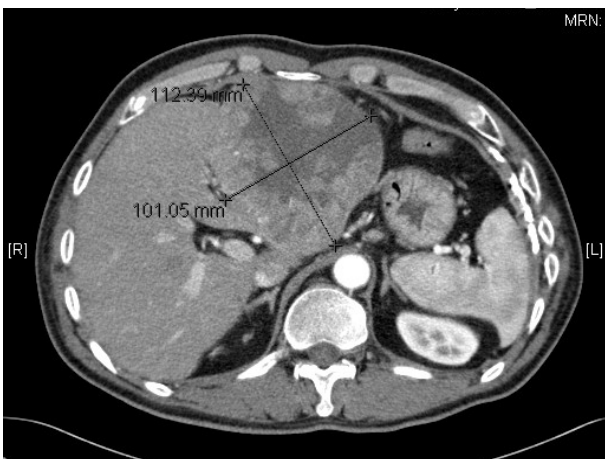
Spiral CT scan during arterial phase shows a huge nodular expanding mass in the left lobe of the liver, measuring approximately 11.2×10.2 cm. The middle hepatic vein invasion is noted.
